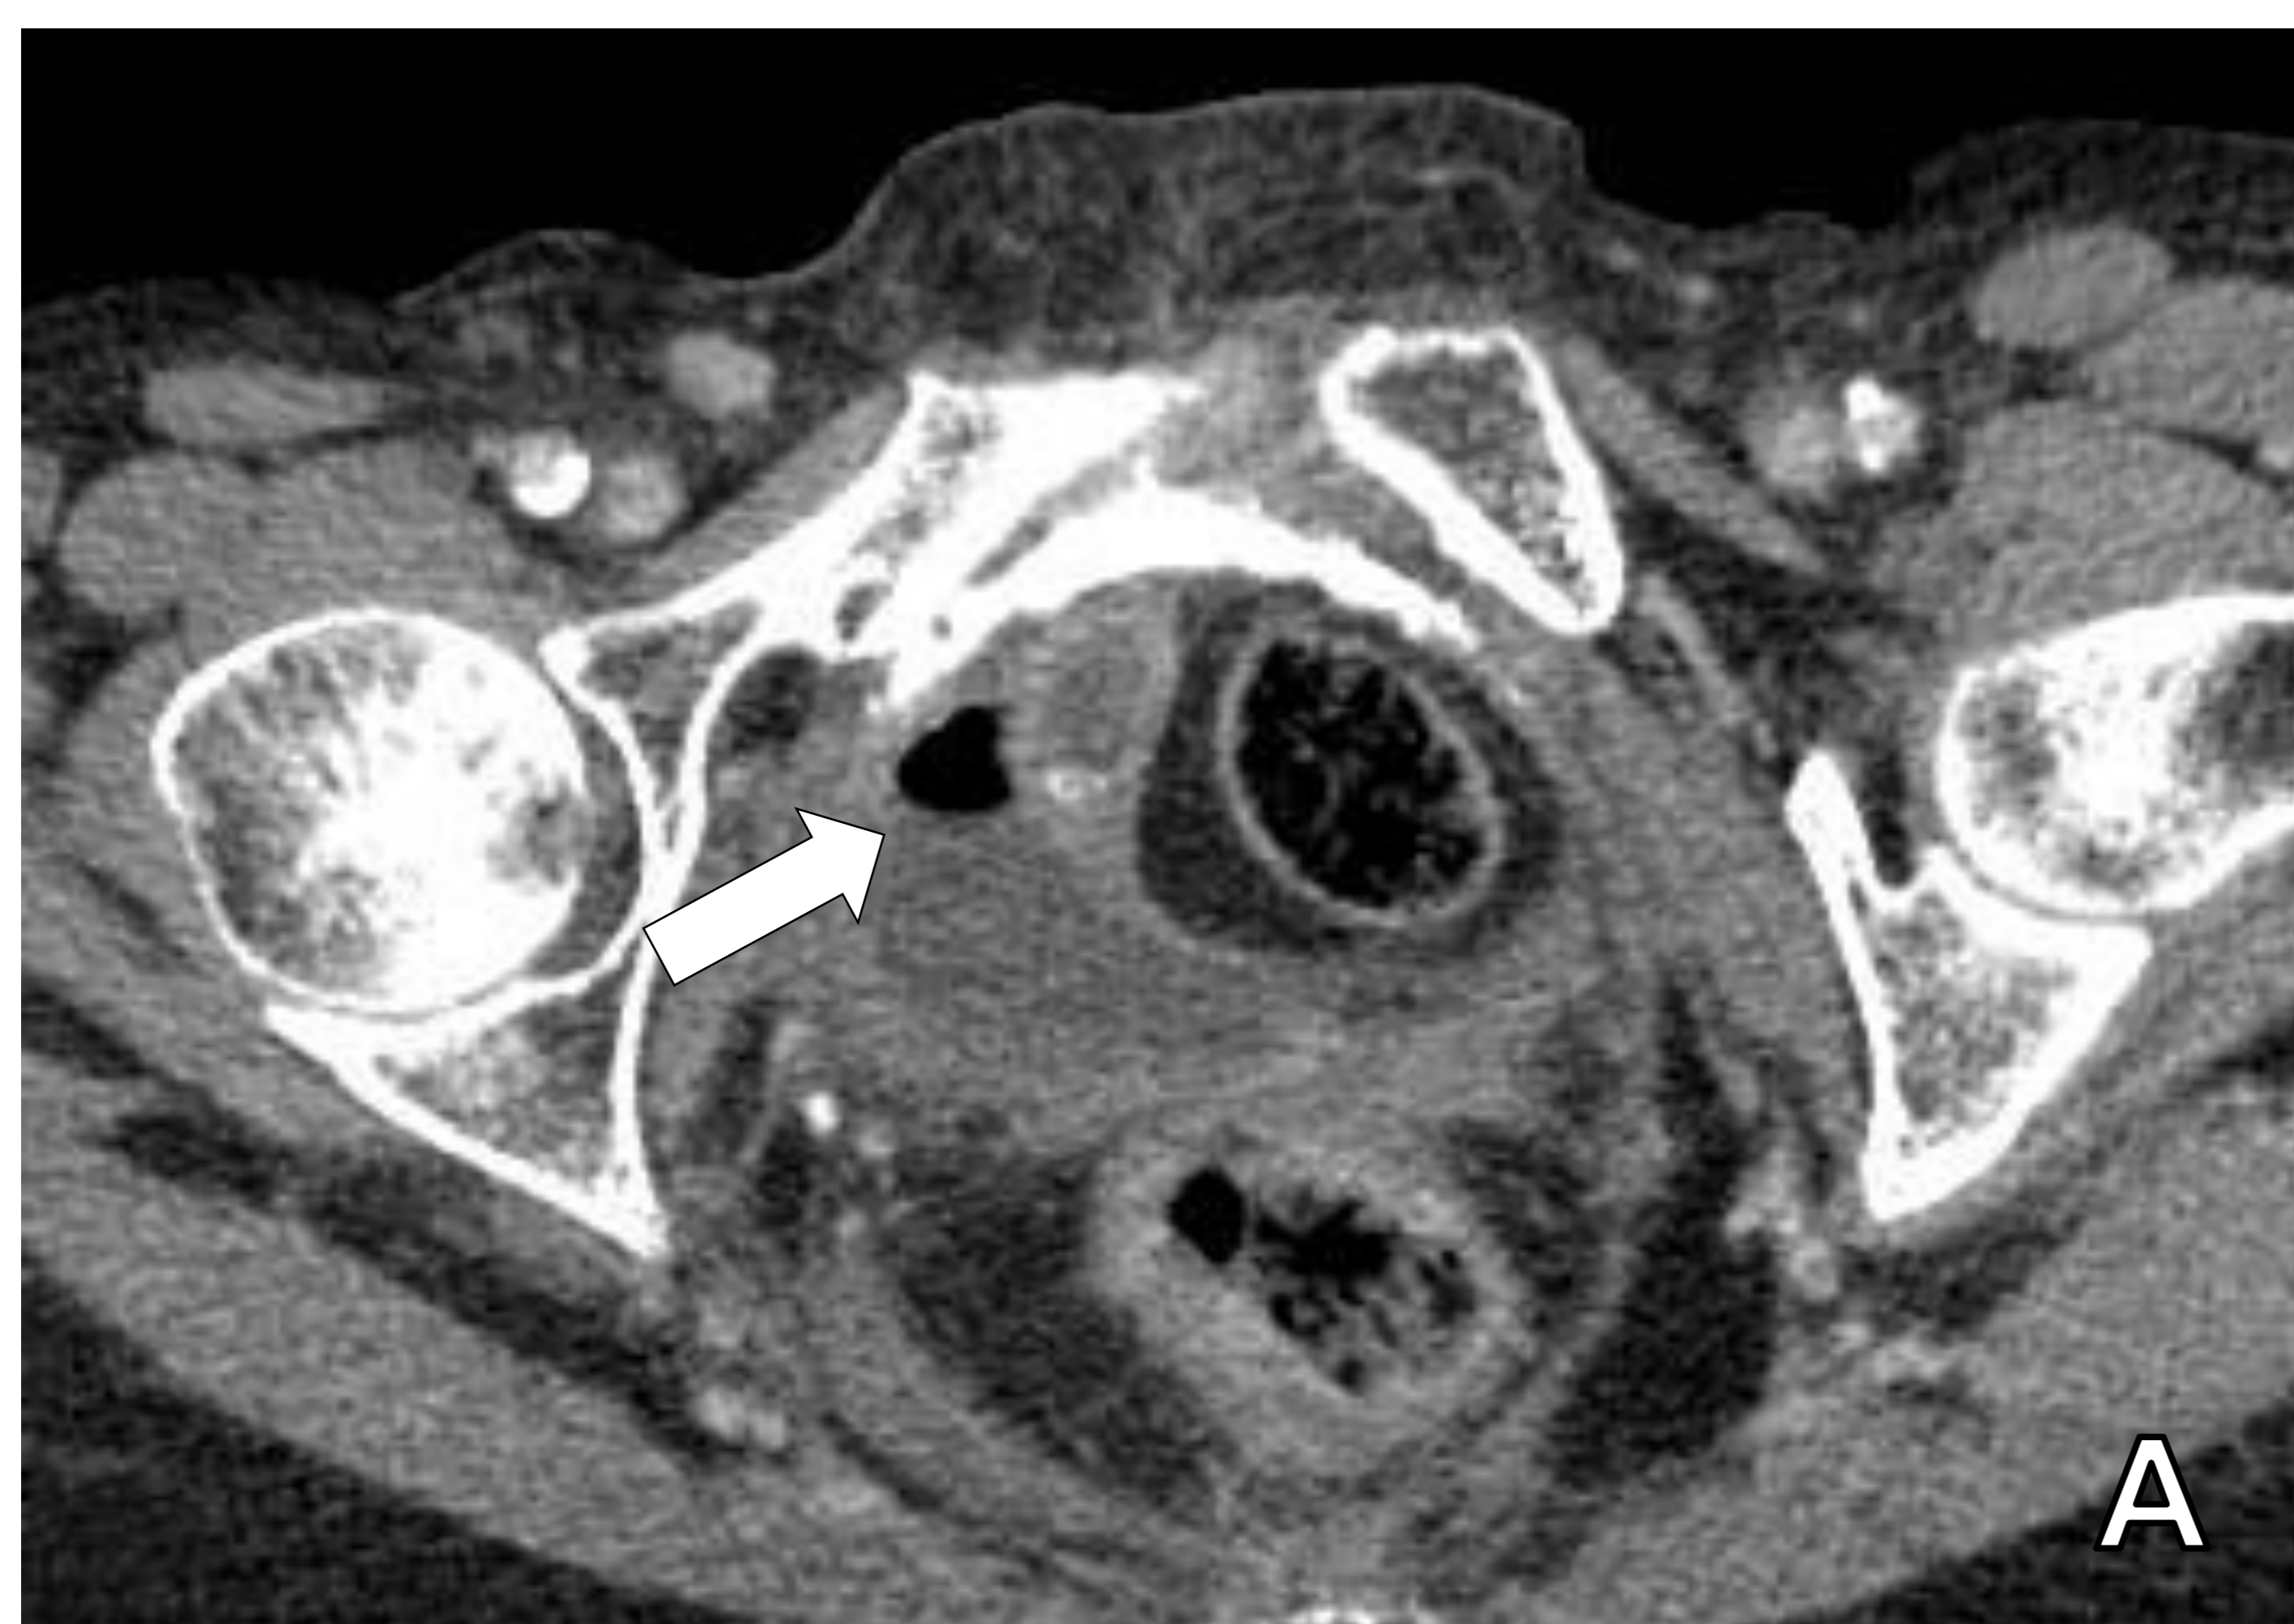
TC abdominopélvica tras la administración de contraste intravenoso (fase venosa) donde se identifican burbujas de aire en el interior de la vejiga (flecha en A), justificadas por la presencia de una fístula entero-vesical (flecha en B).
